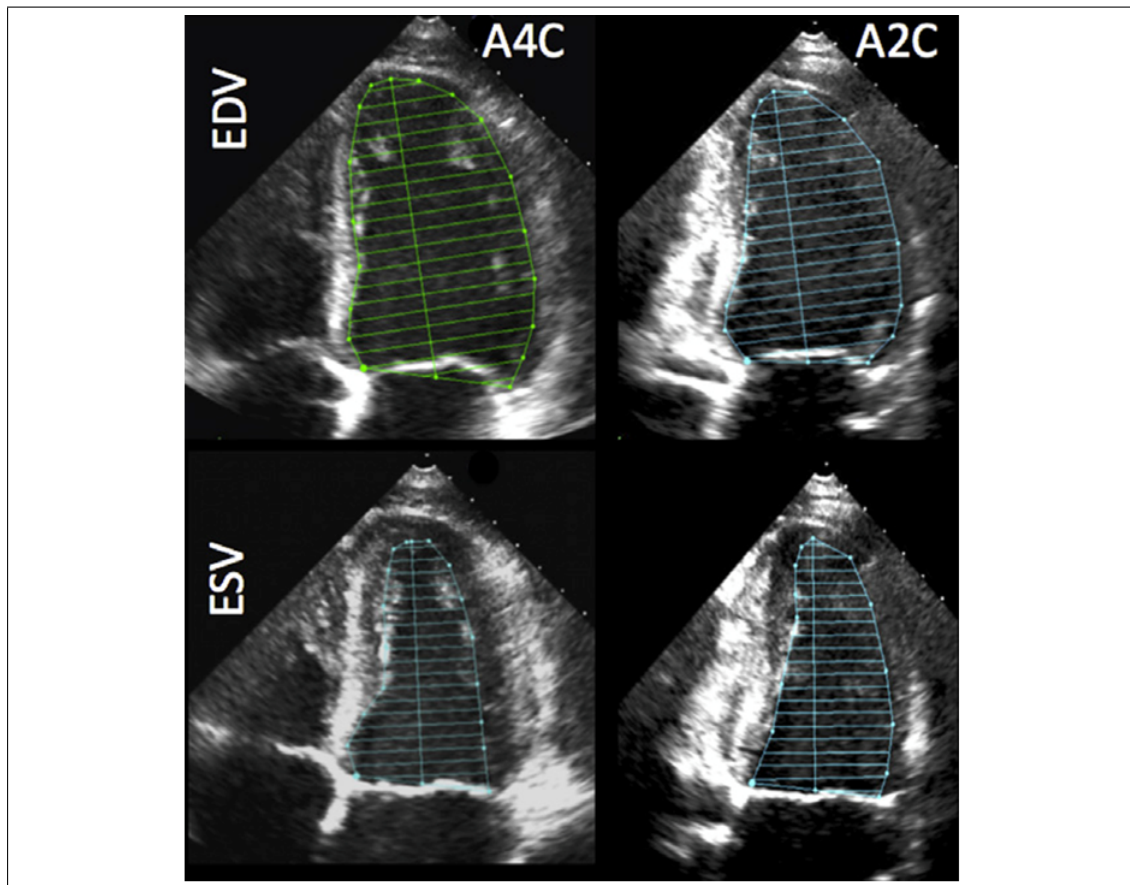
Se aprecia que los cálculos volumétricos se realizan desde las dos vistas Apical 4 cámaras –A4C- Apical 2 cámaras –A2C- y se toman los volúmenes de fin de diástole –EDV- y los volúmenes de fin de sístoles –ESV- (Tomado de Lang et al., 2015b)
